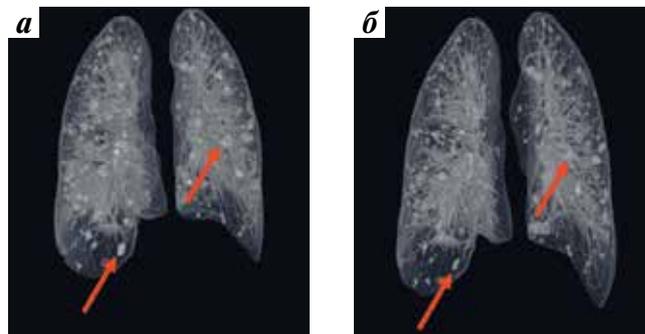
Компьютерная томография легких: а — до лечения: отмечается множественное метастатическое поражение легких (стрелки); б — после проведения 3 курсов лечения пазопанибом: частичный ответ по максимальному метастатическому очагу и стабилизация процесса в остальных очагах (стрелки)
